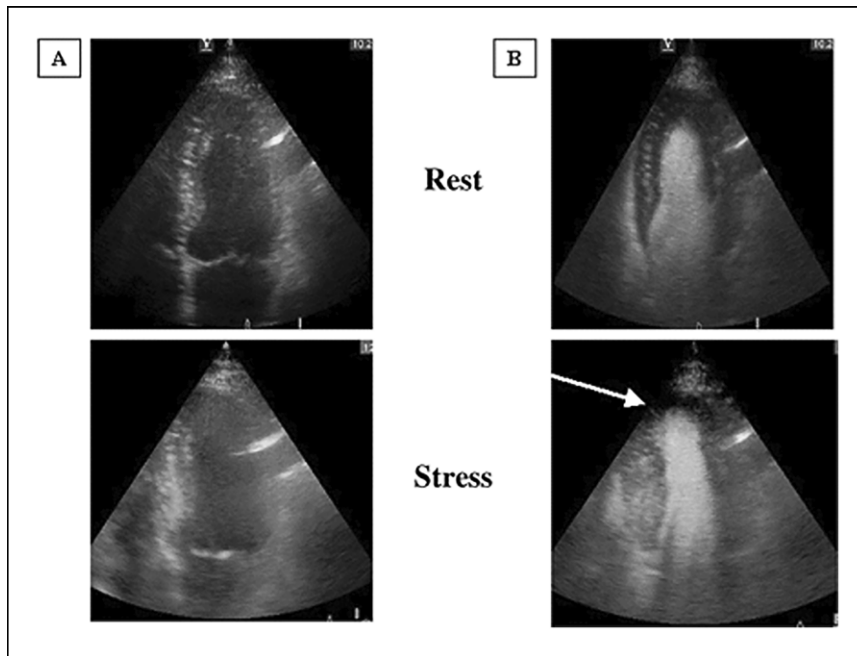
▲ Dobutamin-Stressechokardiographie (DSE), systolische Standbilder in Ruhe (*oben*) und während Dobutaminstress (*unten*): Registrierungen ohne Kontrastmittel als normal befunden. In den Registrierungen mit Kontrastmittel apikale ischämisch bedingte Wandbewegungsstörung im LAD-Stromgebiet (*Pfeil*), erkennbar an einer runden Kontur des LV-Apex. LAD Ramus interventricularis anterior, LV linker Ventrikel. (Aus [54]; mit freundl. Genehmigung von © ESC2008. All Rights Reserved)
